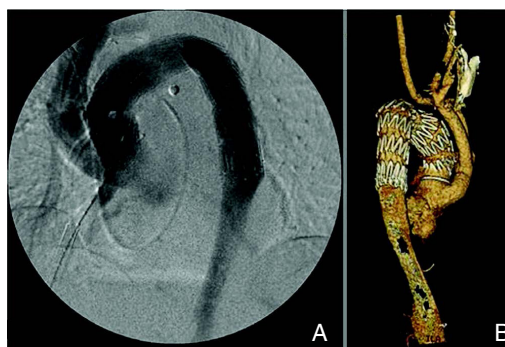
A: 支架移植释放后的术中造影; B: 术后 CT 血管造影重建显示弓部杂交修复完成
